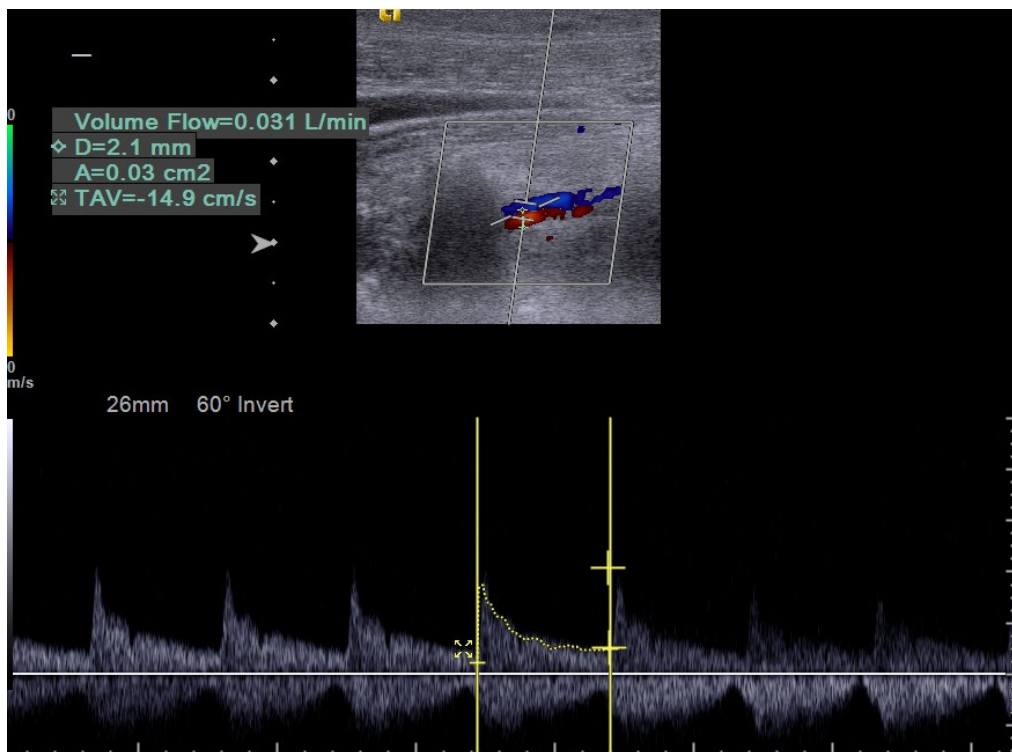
Colour doppler ultrasound examination image of the vertebral artery. The right vertebral artery was hypoplastic with a diameter of 2.1 mm and a flow rate of 0.031 lt/min, which was less than normal.
